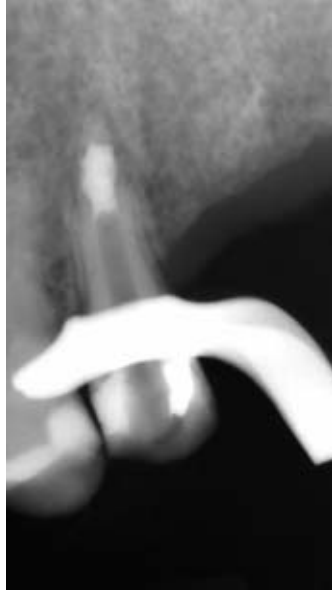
Röntgenologische Überprüfung des apikalen MTA-Plugs.
